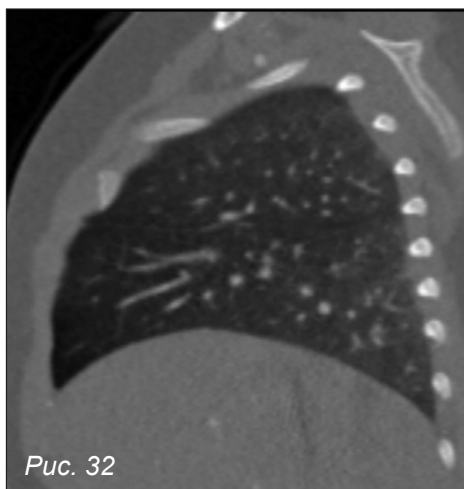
КТ-ангиография грудной полости. Легочное окно.
